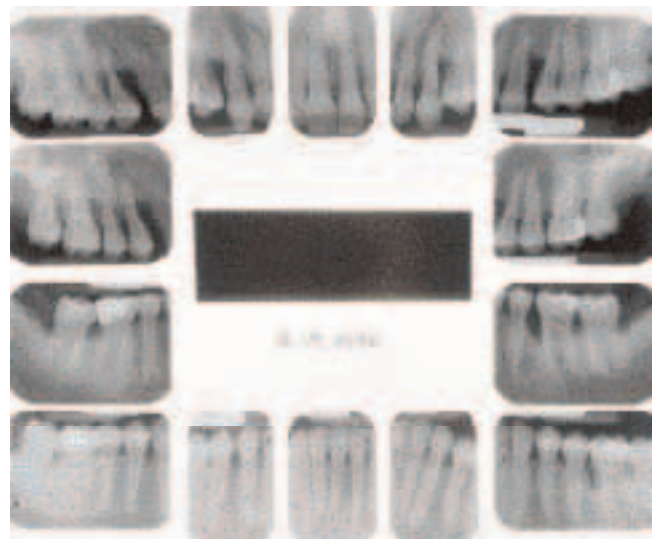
Röntgenstatus, aufgenommen im Juli 1996
